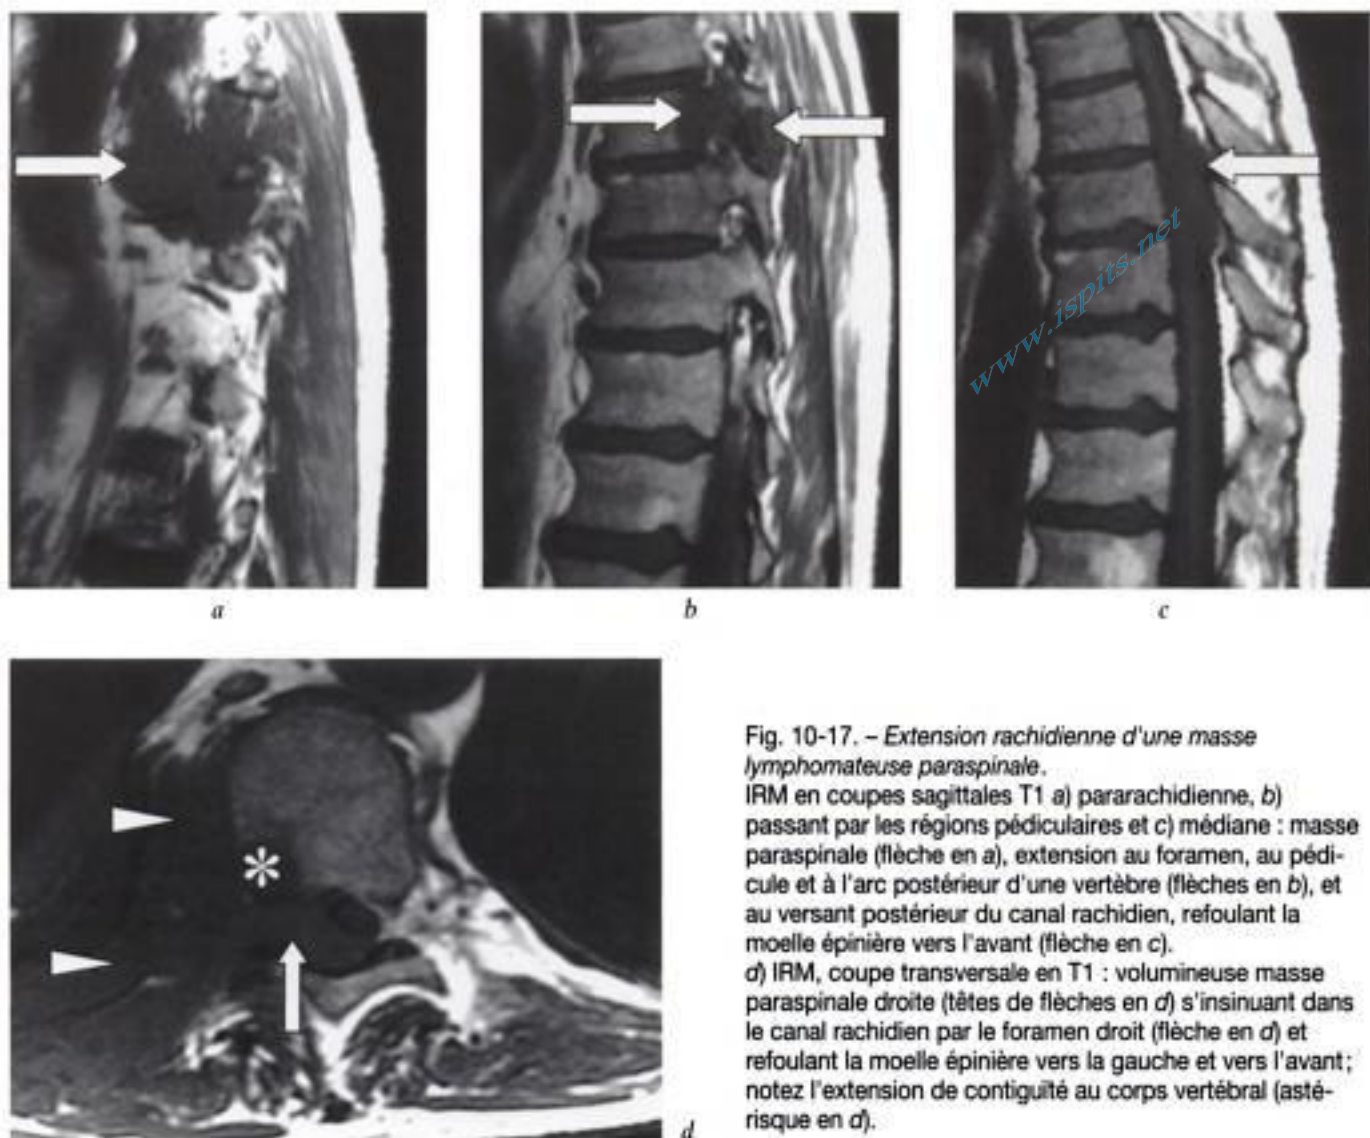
Extension rachidienne d'une masse lymphomateuse paraspinale. IRM en coupes sagittales T1 a) pararachidienne, b) passant par les régions pédiculaires et c) médiane : masse paraspinale (flèche en a), extension au foramen, au pédicule et à l'arc postérieur d'une vertèbre (flèches en b), et au versant postérieur du canal rachidien, refoulant la moelle épinière vers l'avant (flèche en c). d) IRM, coupe transversale en T1 : volumineuse masse paraspinale droite (têtes de flèches en d) s'insinuant dans le canal rachidien par le foramen droit (flèche en d) et refoulant la moelle épinière vers la gauche et vers l'avant; notez l'extension de contiguïté au corps vertébral (astérisque en d).
